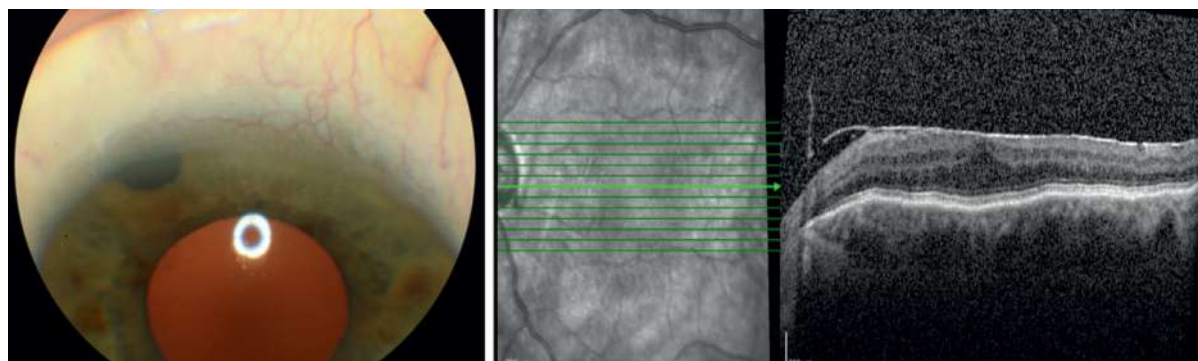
The left eye exhibited a well-formed anterior chamber with no bleb formation. Optical coherence tomography revealed the presence of an epiretinal membrane and choroidal folds, associated with chronic hypotony
